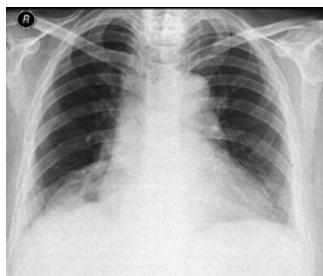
Chest x-ray one month later.
